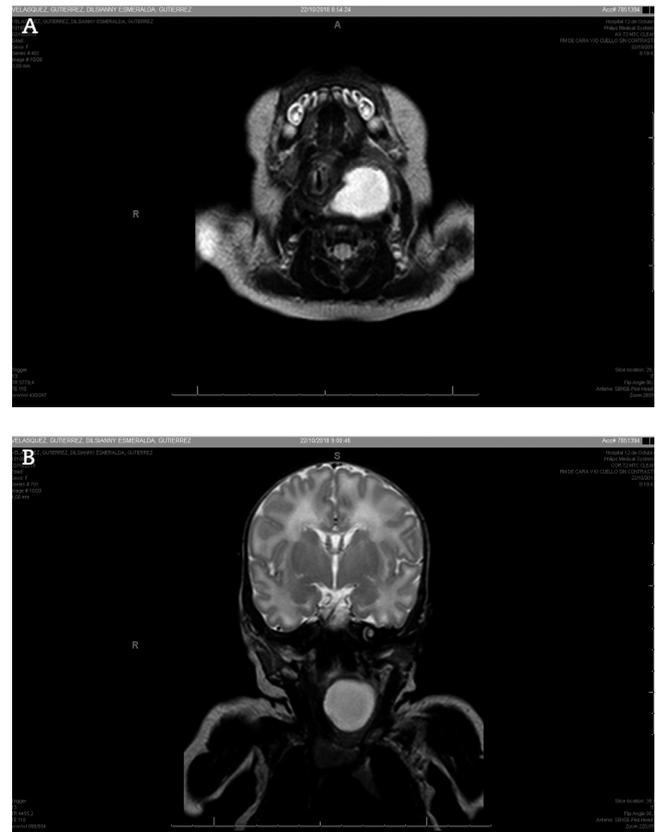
A) y B). Resonancia magnética nuclear, cortes axial y coronal en secuencia T2. Se identifica masa unilocular, bien delimitada e hiperintensa, que produce desplazamiento de la vía aérea, el esófago y los grandes vasos del cuello.
